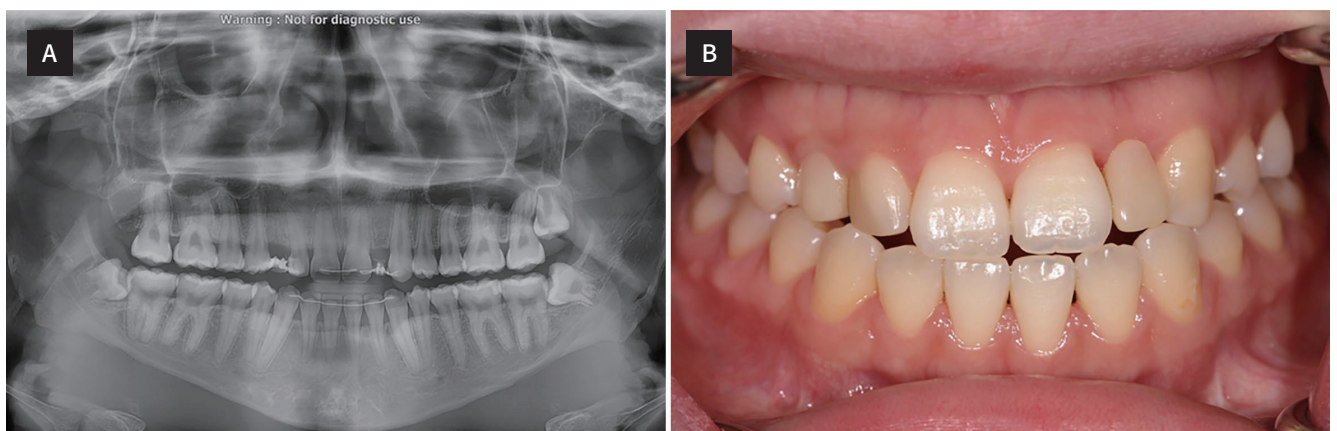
(A) Pretreatment panoramic radiograph, (B) Intraoral photograph on frontal view.
